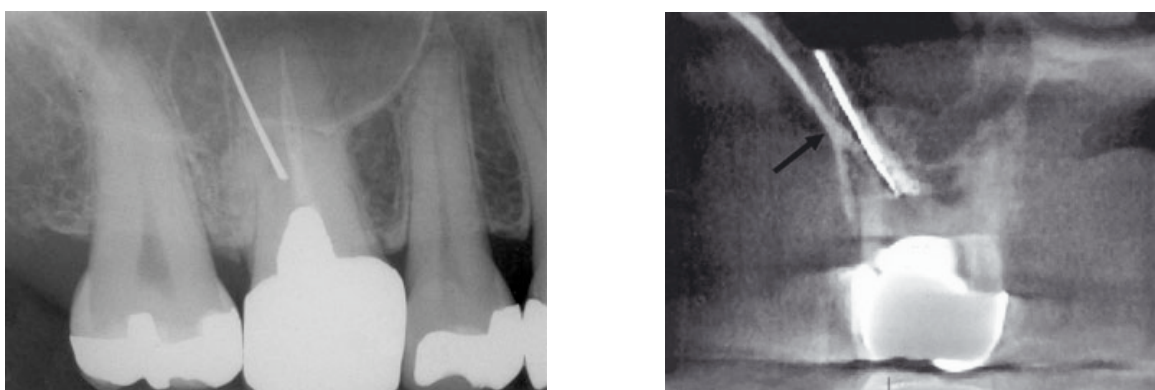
Lokalisierung eines frakturierten Instruments; links konventionelle Aufnahme, rechts digitale Volumentomographie (koronare Schicht) (Abbildungen aus [114])
